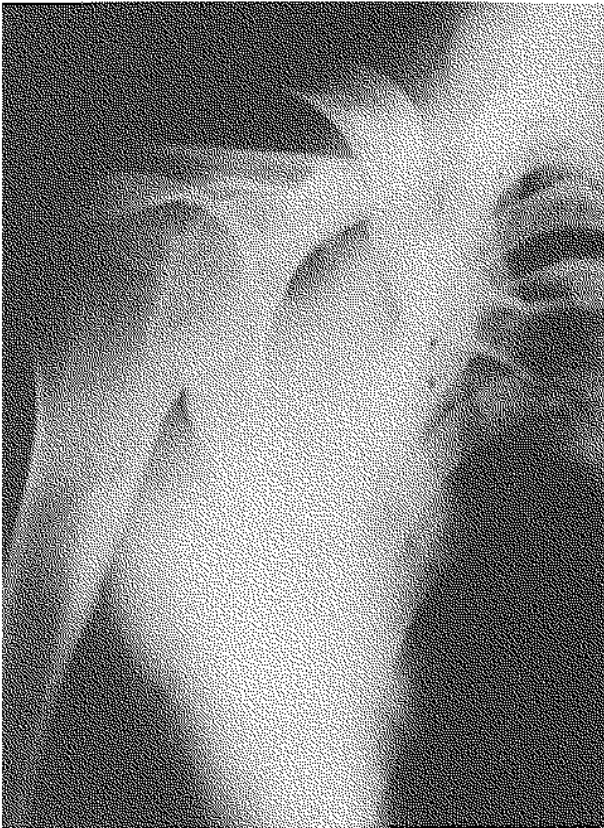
Radiographie de l'épaule à l'admission : luxation bipolaire de la clavicule.
